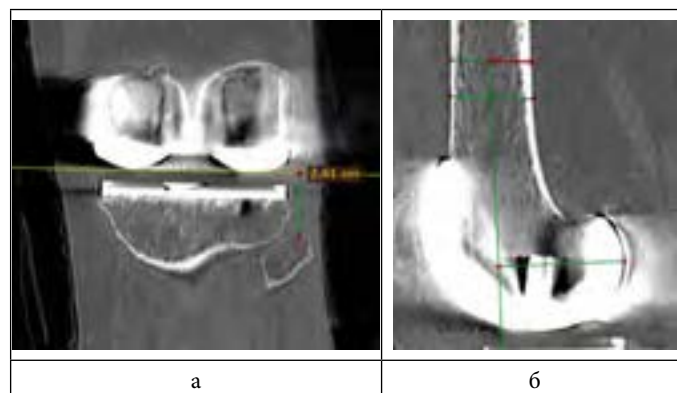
КТ коленного сустава до операции (а-б), после операции(в-г): а и в - фронтальная проекция, б и г - сагитальная проекция.
